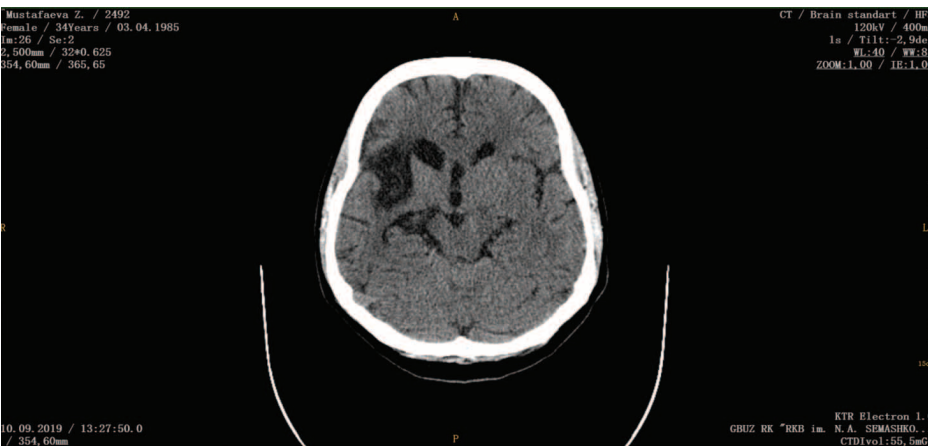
Компьютерная томография головы без контрастирования: кистозно-глиозные изменений лобной и височной долей справа
